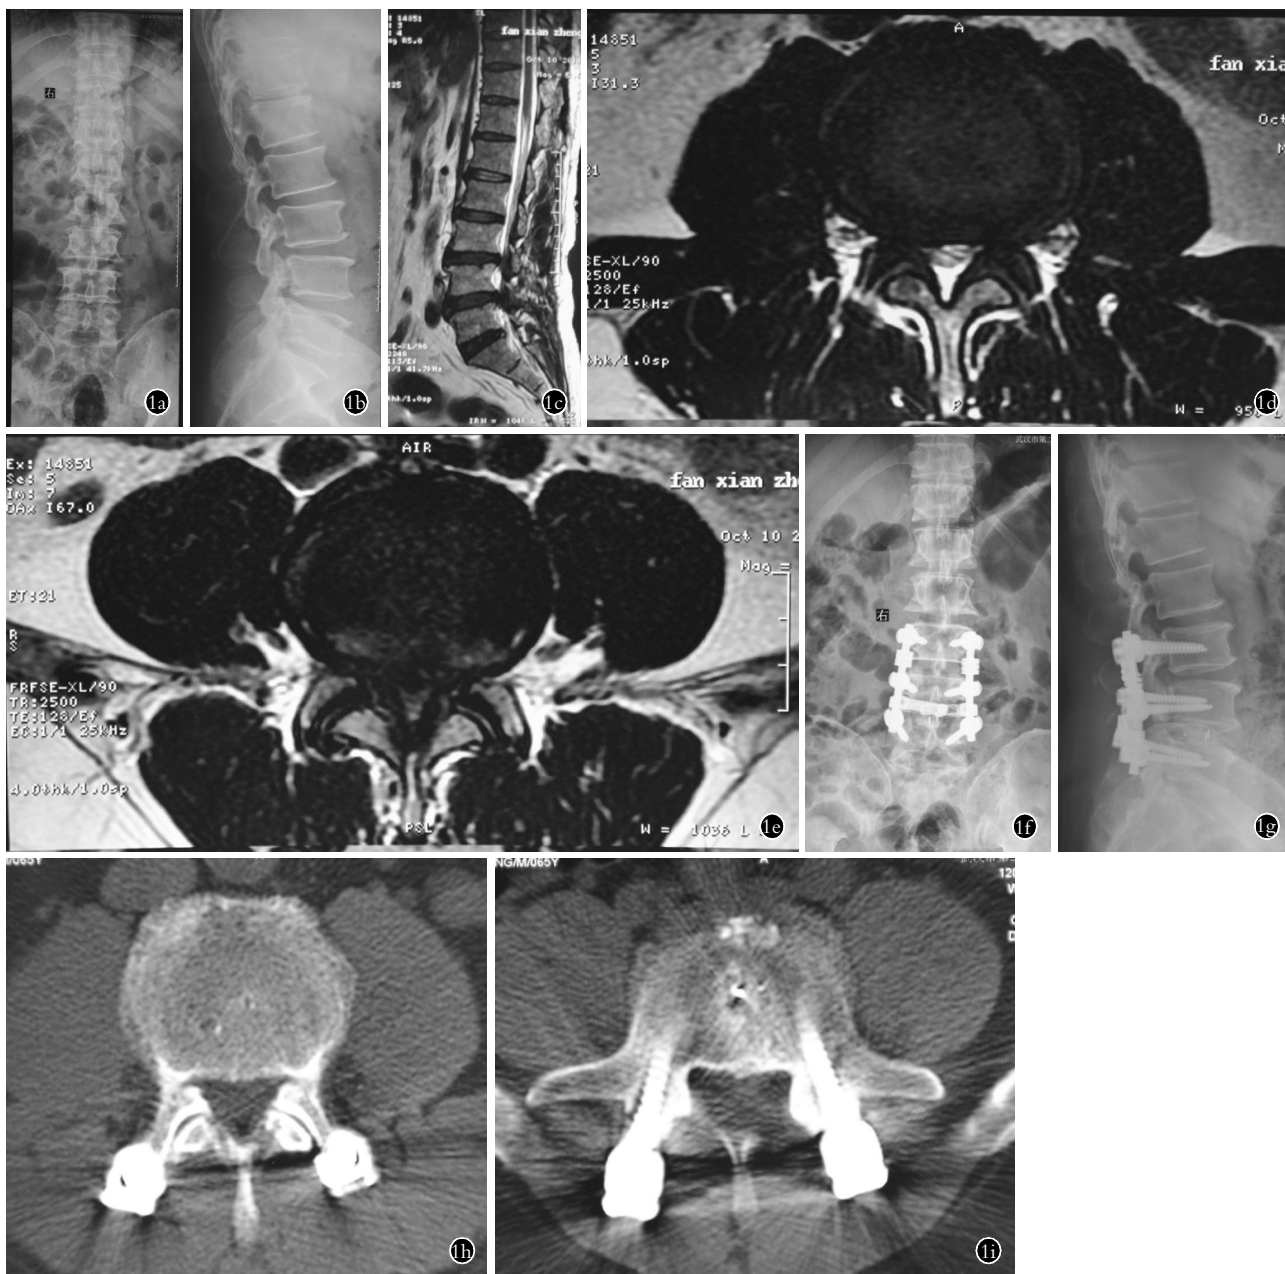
患者,男,64 岁,腰椎管狭窄症伴行走时阴囊间歇性疼痛 18 个月 1a,1b. 术前腰椎正侧位 X 线片示腰椎退变,椎体边缘骨质增生,L_{4,5} 关节突关节增生肥大 1c. 术前腰椎矢状位 MRI 示 L_{3,4} 椎间盘退变膨出,L_{4,5} 椎间盘突出 1d. 术前 L_{3,4} 水平轴位 MRI 示侧椎管狭窄 1e. L_{4,5} 水平轴位 MRI 示中央椎管及侧隐窝狭窄 1f,1g. 术后 2 周腰椎正侧位片 X 线示椎弓根螺钉位置良好,L_{4,5} 行椎间融合 1h. 术后 2 周 L_{3,4} 节段 CT 平扫侧椎管减压后关节突关节得到保留图 1i. 术后 2 周 L_{4,5} 节段 CT 平扫椎管减压彻底,患者自诉阴囊部位疼痛症状消失
